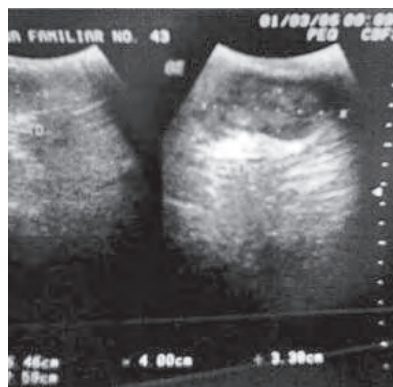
Imagen por ultrasonido de las masas escrotales en estudio.
